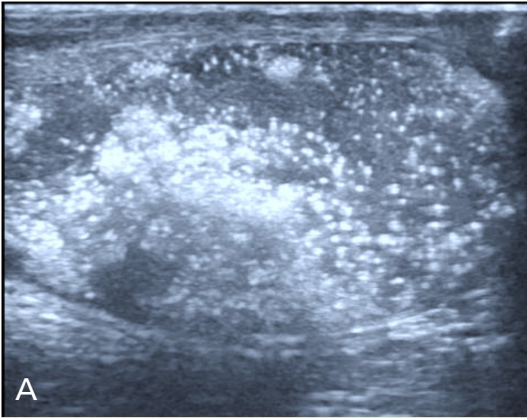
5 mm çaplı Leydig hücreli tümörünün intraoperatif US görüntüsü. US, ultrasonografi.
